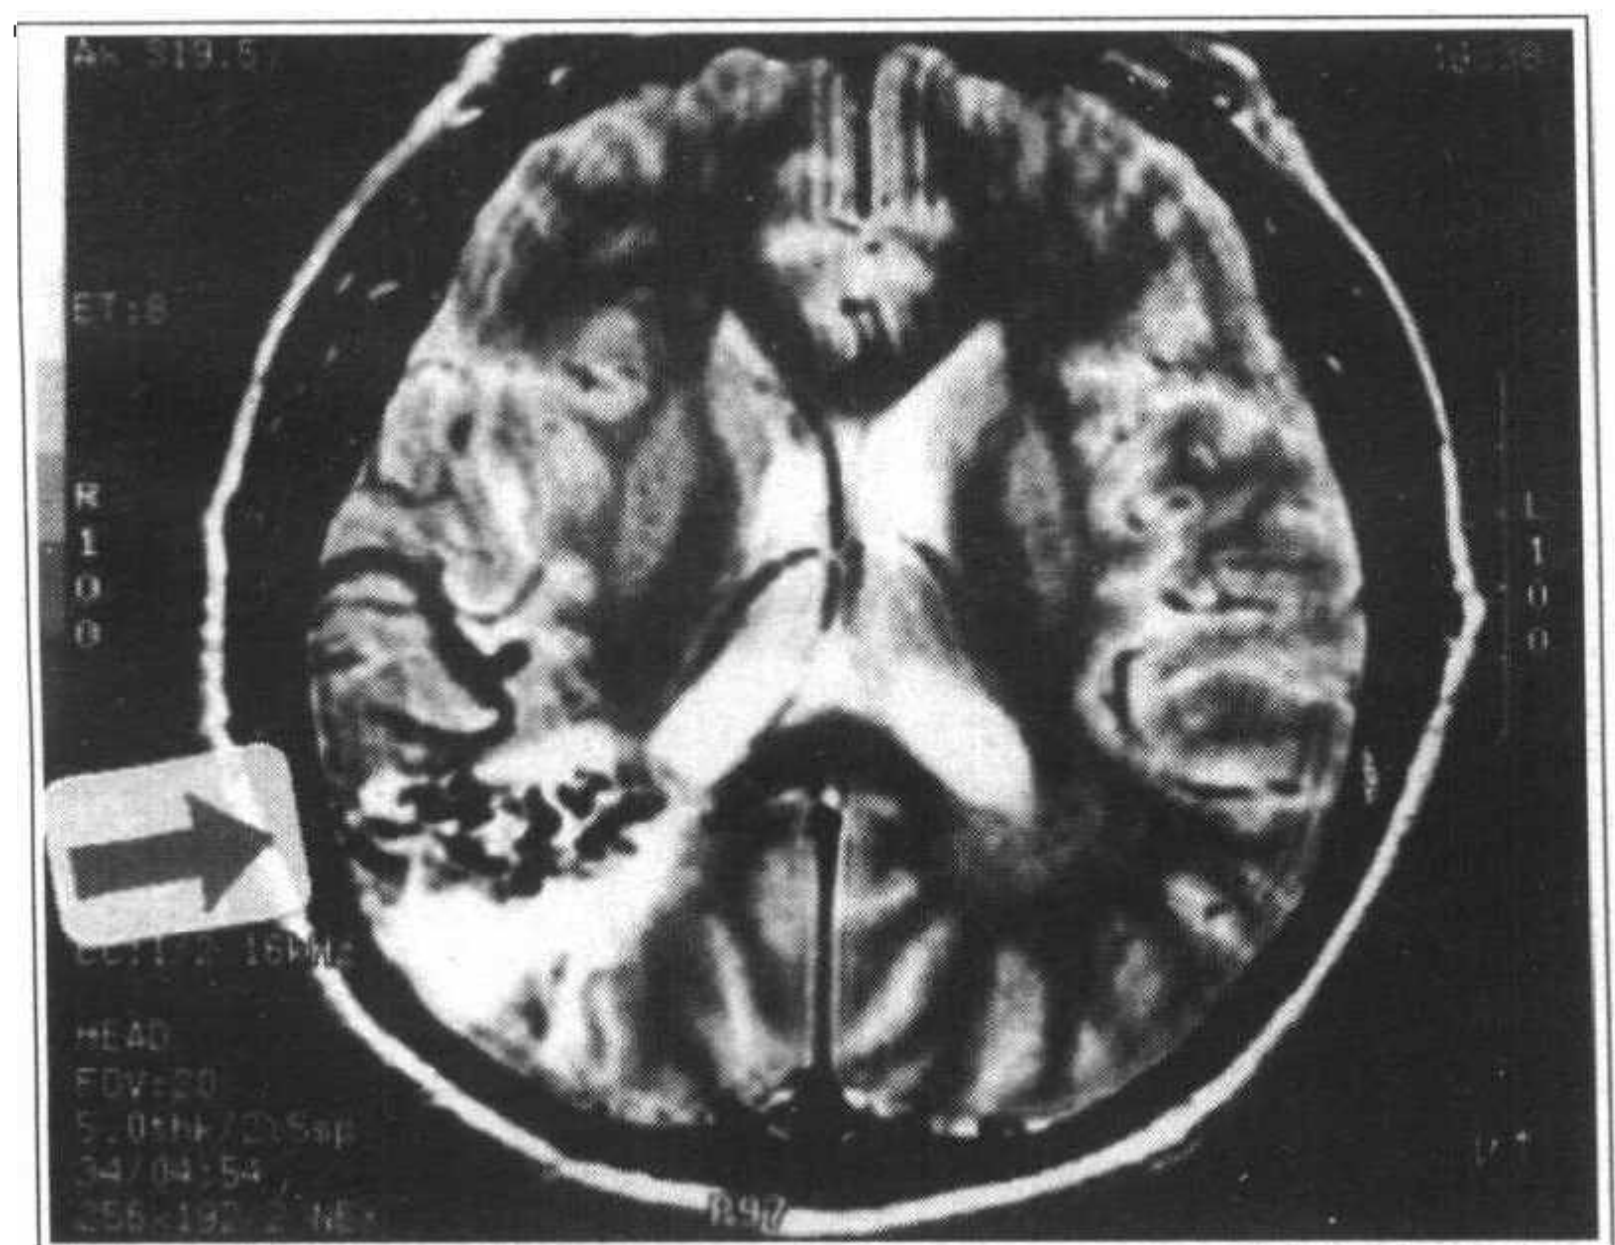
T2 权重 MRI 显示血管畸形表现一团蚯蚓状血管和一条粗的血管,不必用造影剂
